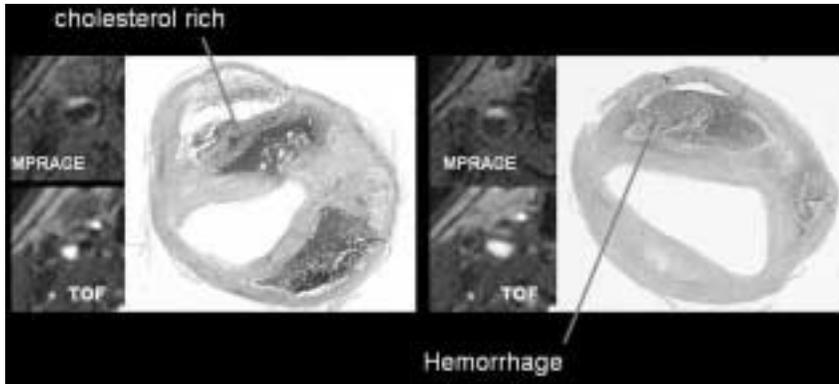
Components of carotid plaque can be diagnosed by MRI. Lipid-rich part or intraplaque hemorrhage are shown hyperintense on MPRAGE image of MRI. Carotid lumen or hemorrhage is hyperintense on TOF image.
